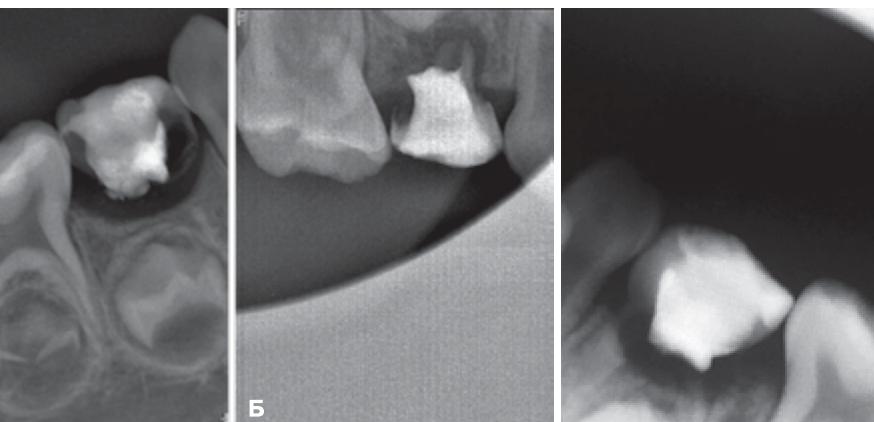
Внутриротовые контактные рентгенограммы:
